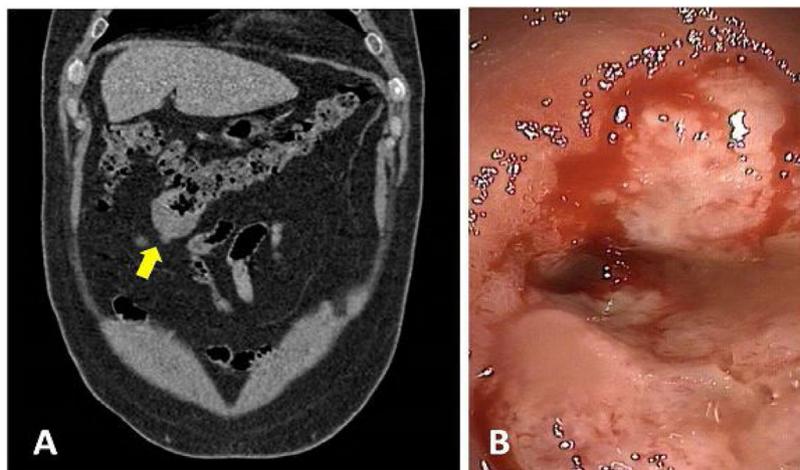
(A) Imagen coronal de TC que muestra imagen péndula (flecha) de colon transverso. (B) Imagen de colonoscopia con lesión friable y estenosante.
